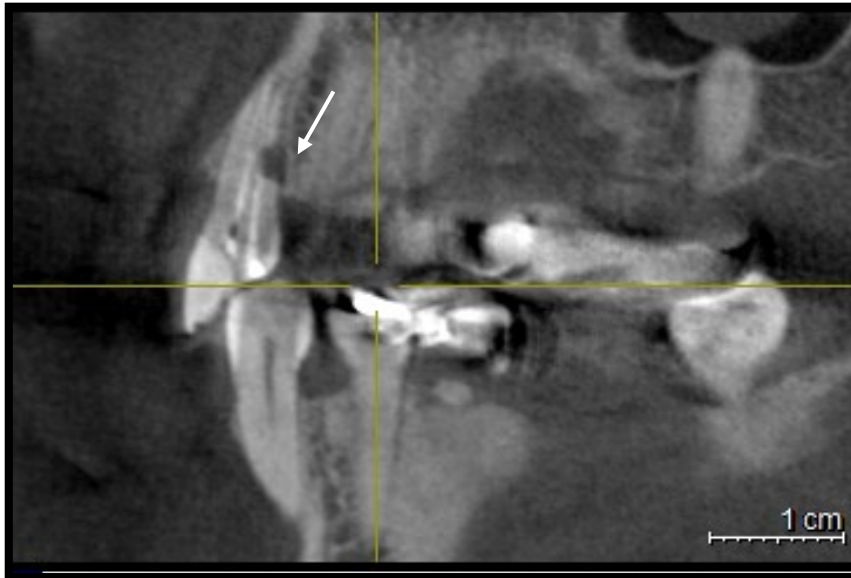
Imagem de CBCT, num corte tangencial. Visível lesão radicular distal no 22 (seta branca)
